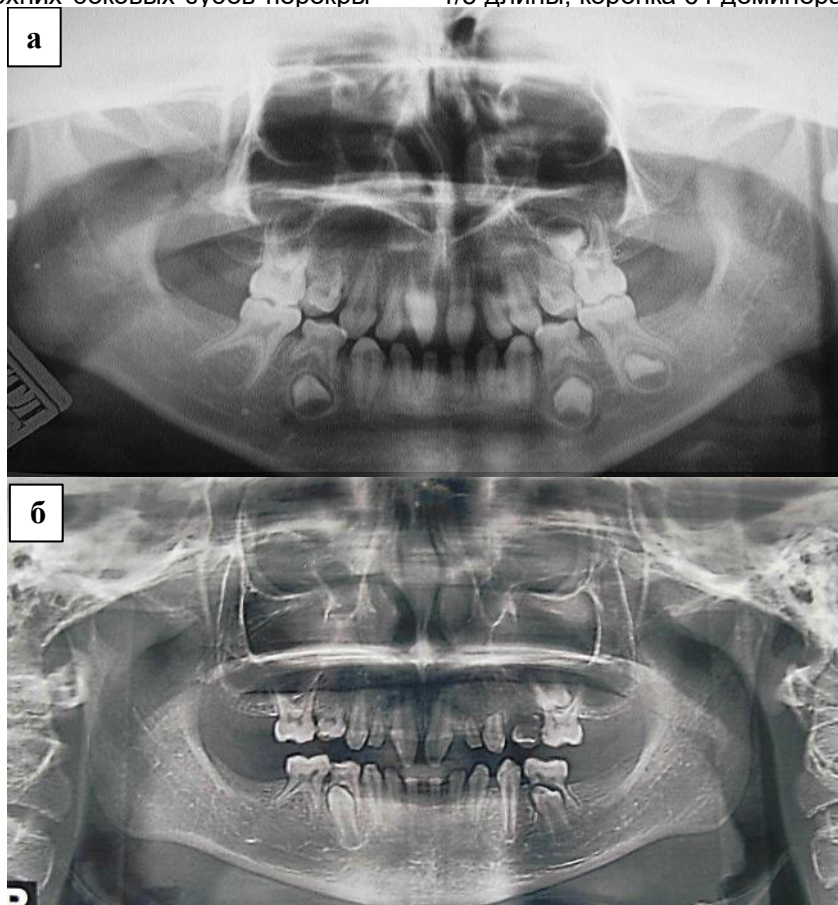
Ортопантомограммы пациентки с ГЭД: а) Rõ – снимок получен за 2,5 года до обращения, б) снимок после первичной консультации.
